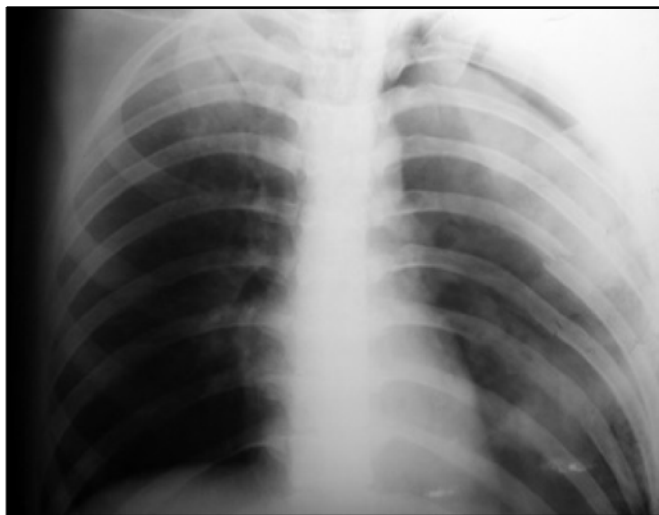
Оглядова рентгенограма грудної клітки постраждалого М., 36 р., III групи: множинні переломи ребер зліва, контузія лівої легені II ступеня
